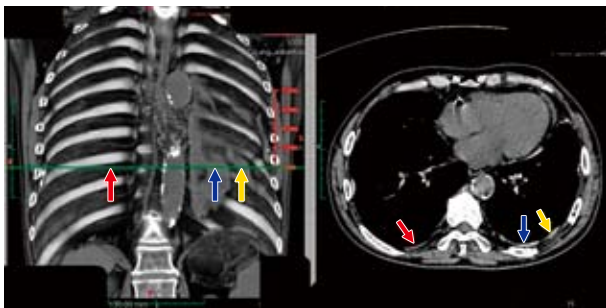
(左) 胸膜プラークと肋間静脈のCT3次元表示法
